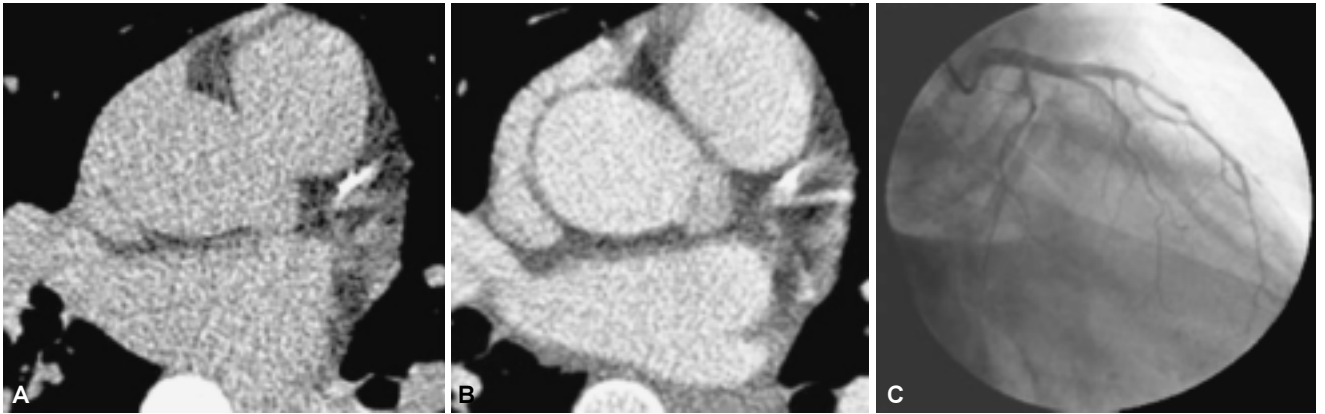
Caso 1: Femenino de 53 años con antecedentes de tabaquismo de larga evolución, menopáusica desde dos años previos, hipertrigliceridemia de 457 mg/dL y Col. sérico de 199 mg/dL. Así como ser portadora de Angor de esfuerzo de 14 años diagnóstico, manejo con B-bloqueadores. (A y B) Tomografía axial en fase simple y contrastada donde se observa a nivel de la arteria coronaria izquierda, en su tercio medio se observa una imagen con densidad cálcica, la cual no ocluye la luz. (C) Cateterismo selectivo donde no se observa oclusión vascular.
